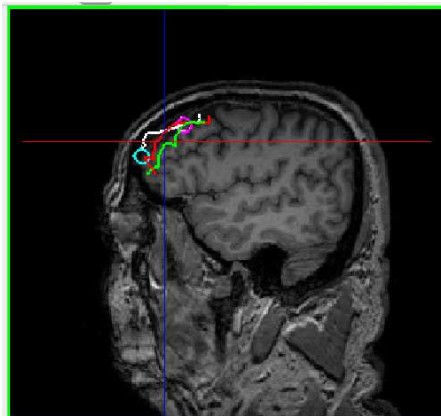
Résultats : Reconstructions stéréoscopiques affichées dans l'examen IRM préopératoire. La surface en blanc est la reconstruction stéréoscopique de la dure-mère. La surface en rouge est la surface acquise après ouverture de la dure-mère. La surface en vert est la surface qui a été acquise à la fin de l'exérèse du cavernome.
